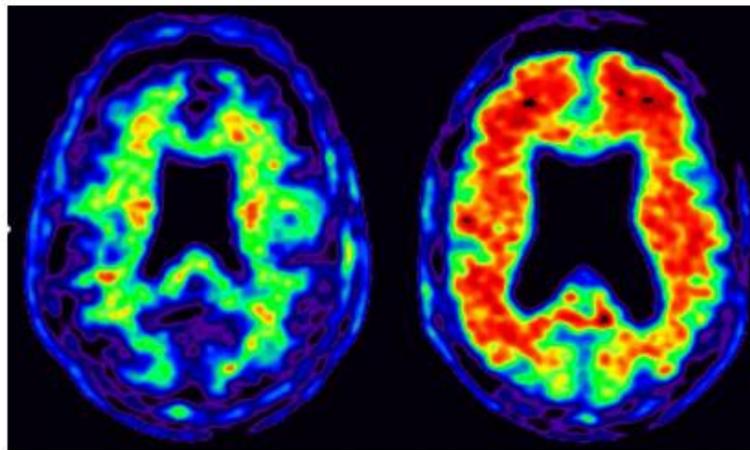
Imagen obtenida por PET (tomografía de emisión de positrones) con florbetapir en un individuo sano (izquierda) y uno con Alzheimer (derecha). Los colores cálidos indican acumulación de  $\beta$ -amiloide. Fuente: (Lane, Hardy and Schott, 2018).
